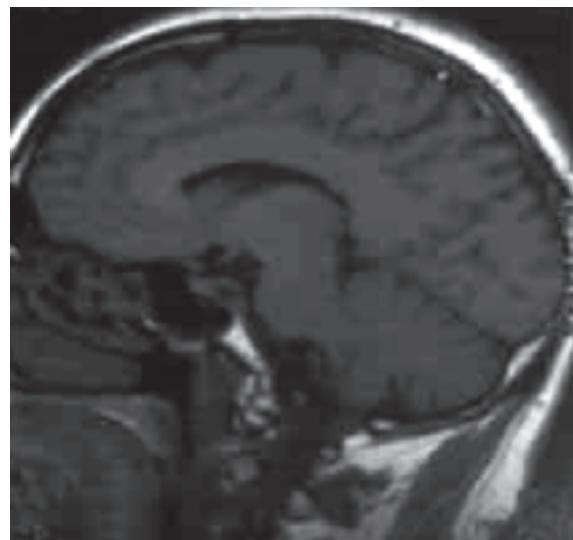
МРТ головного мозга через 24 месяца лечения каберголином. Хиазмальная цистерна пролабирует в полость турецкого седла. Гипофиз уплощен, размерами 2x16x15 мм
